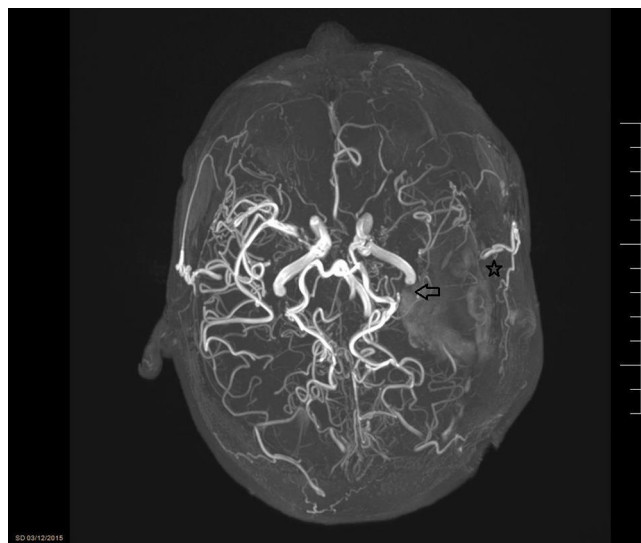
Imagen de la RM (reconstrucción TOF). Reconstrucción de sistema arterial intracraneal de la paciente presentada. Se objetiva obstrucción completa de la ACM izquierda (flecha) e imágenes típicas de circulación colateral típica de EMM (estrella).
